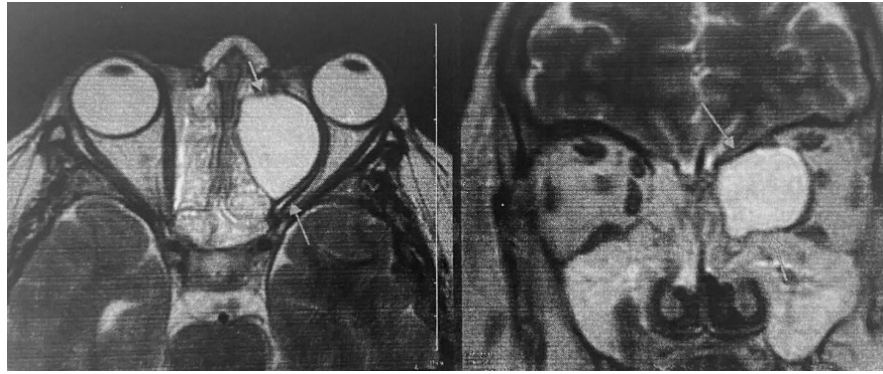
Магнитно-резонансная томография околоносовых пазух с внутривенным болюсным контрастным усилением. Стрелкой указано мукоцеле
